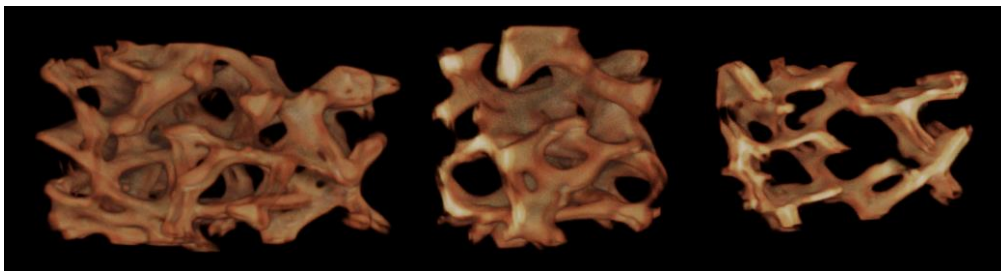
仿生纤维内硅化胶原支架材料的 Micro-CT 扫描结果
